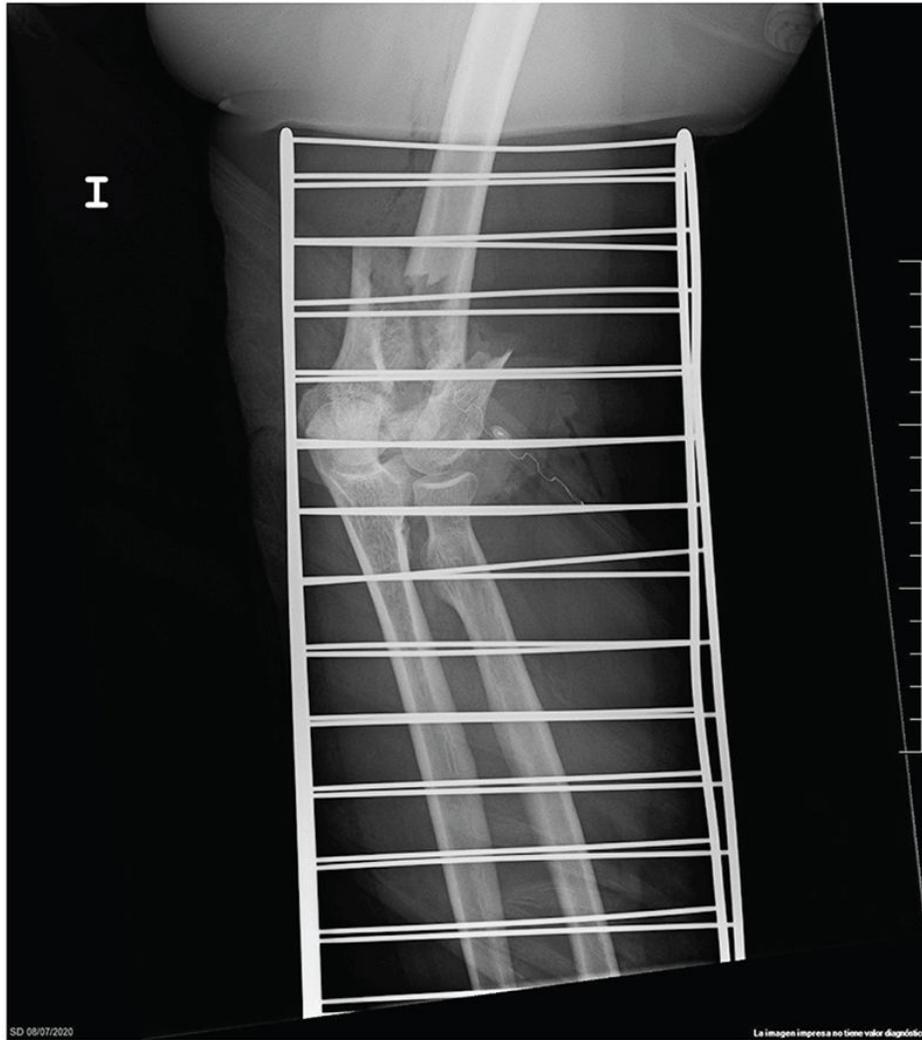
Radiografía AP de codo: fractura supracondílea de húmero.
